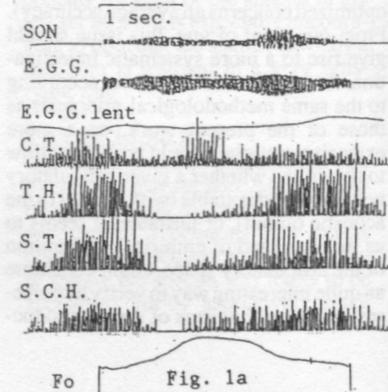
Tracés EMG redressés des 4 muscles explorés ainsi que le signal acoustique, le signal électroglottographique (EGG) et la courbe mélodique a) Glissando ascendant et descendant, b) Glissando descendant puis ascendant. Sujet masculin CT, TH, ST et SCH. La courbe mélodique (en bas) représente l'évolution de la fréquence caractéristique d'un glissando.
